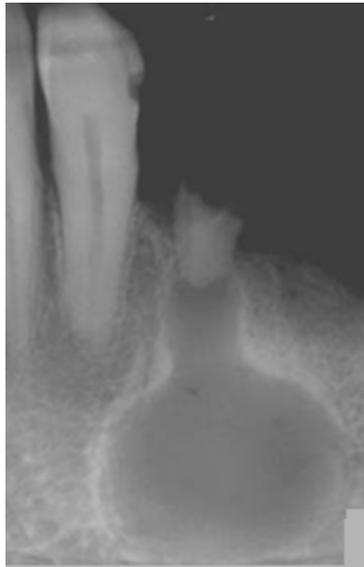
Le cas présenté par cette radiographie ci-dessus montre l'image d'un apex oublié auquel est inséré un kyste en poche. L'égression de cet apex, peut-être favorisée par la pression intrakystique, a entraîné avec lui l'insertion épithéliale, donnant cette image originale en « carafe ». (20)
